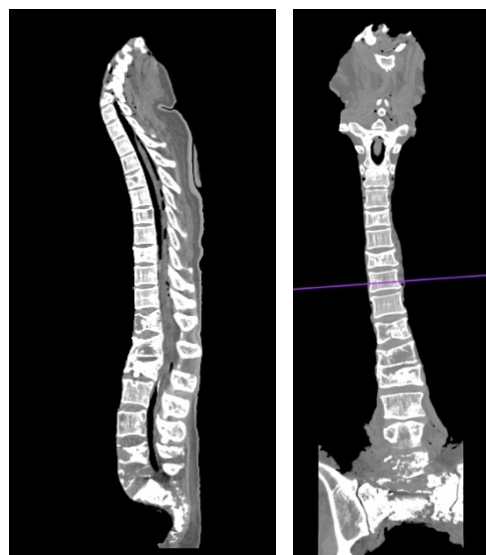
Esempio di CT scan: a fianco è riportata la Tomografia Computerizzata del provino #779, sia in vista sagittale (sinistra), che in vista frontale (destra).*
